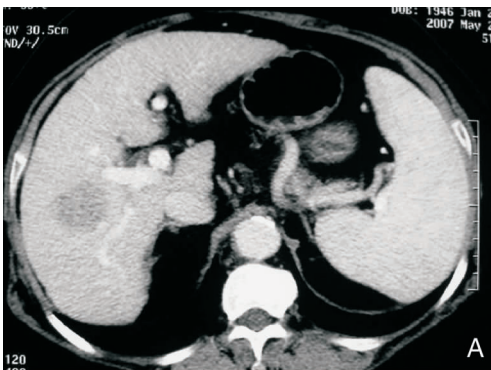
61 岁女性肝癌患者 RFA 前后 CT 扫描所见 A:RFA 前 CT 示右肝 5 段和 8 段之间 3.1 × 2.9 cm 肿瘤; B:RFA 后 1 个月, CT 示消融范围 5.1 × 5.0 cm,消融边缘约 0.5 ~ 1.0 cm
